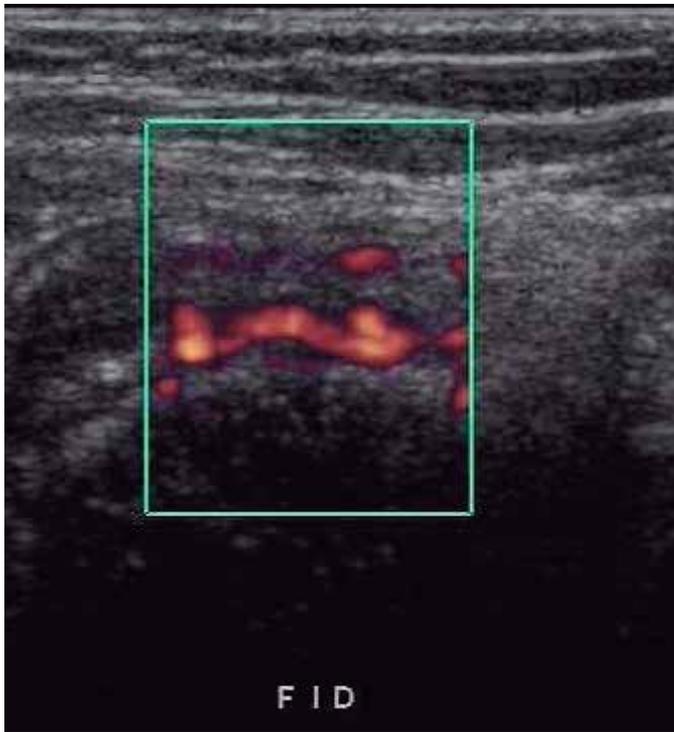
Avaliação do apêndice ao Doppler de amplitude
